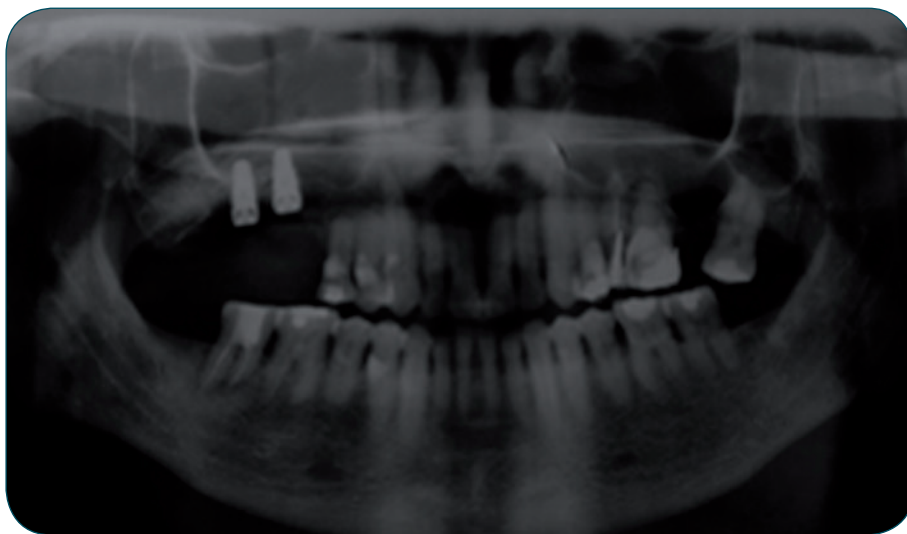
Radiografía panorámica después de la cirugía donde se observa la instalación de los implantes dentales a nivel de los rebordes alveolares de las piezas 1,6 y 1,7.
